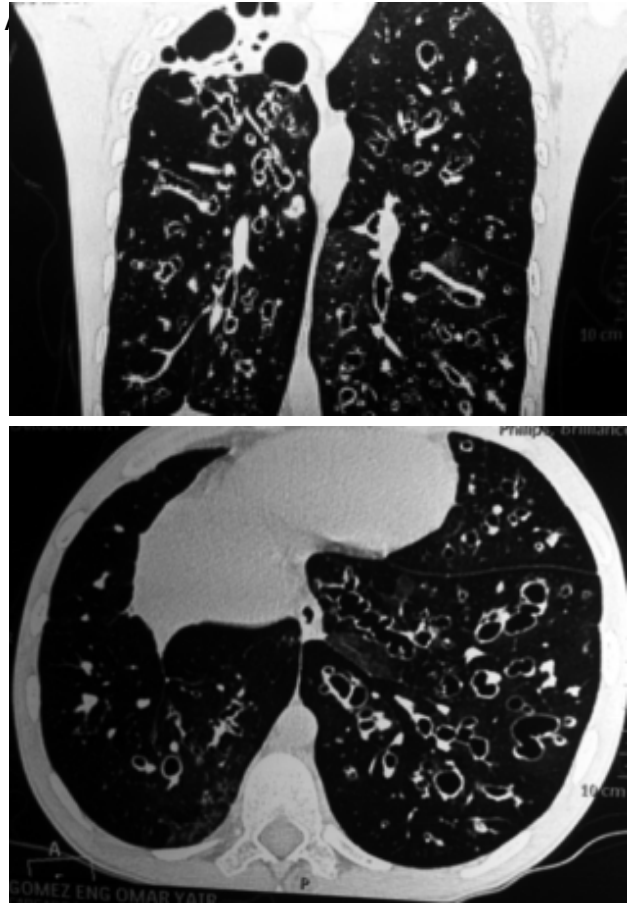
Tomografía de tórax que muestra bronquiectasias quísticas bilaterales generalizadas de predominio en lóbulo superior derecho.
